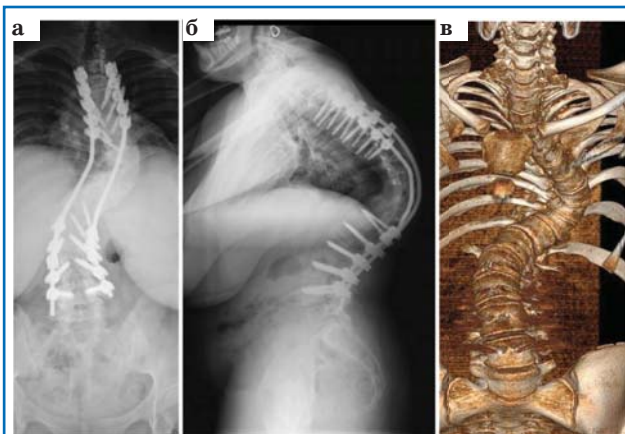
Рентгеновские снимки (а, б) и 3D-моделирование КТ позвоночника (в) наблюдаемой пациентки через 4 года после оперативного вмешательства.
